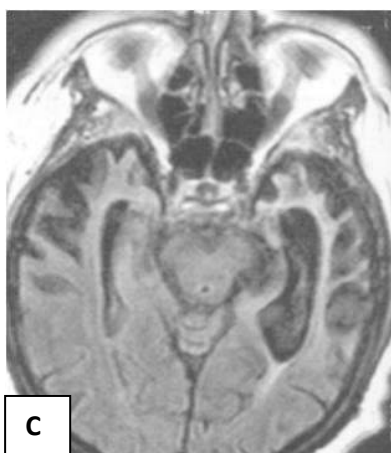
/. En A et B TDM d'une atrophie fronto-temporale. En C et D image IRM en pondération T1 .Notez l'atrophie corticale siégeant au niveau des lobes frontaux droit et gauche et fosse temporales internes droite et gauche .
